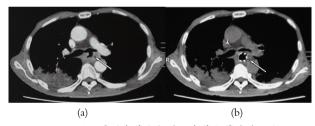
CT示置入覆膜食管支架前后食管气管瘘瘘口变化注: (a) CT示食管气管瘘瘘口(箭头); (b) CT示置入覆膜食管支架后瘘口封闭(箭头)。
